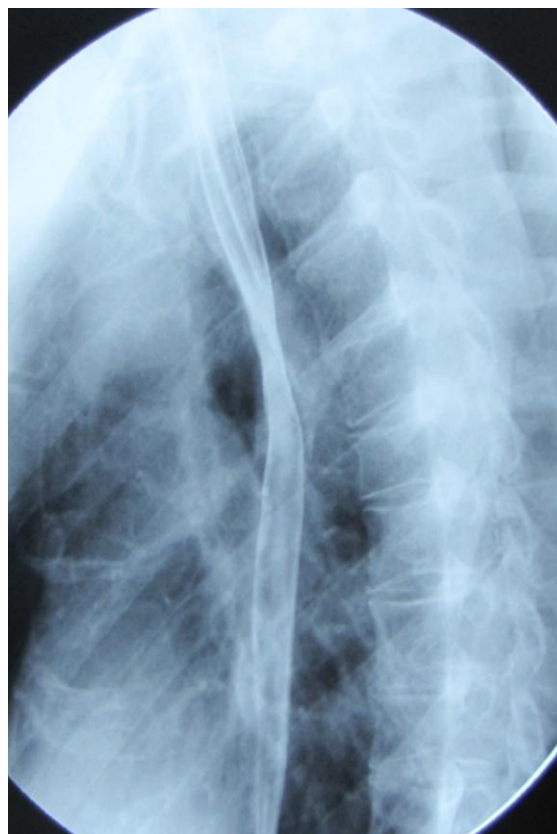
Рак верхнегрудного отдела пищевода (после НАДЛТ+ХТ) (Рентгенография с BaSO₄)
